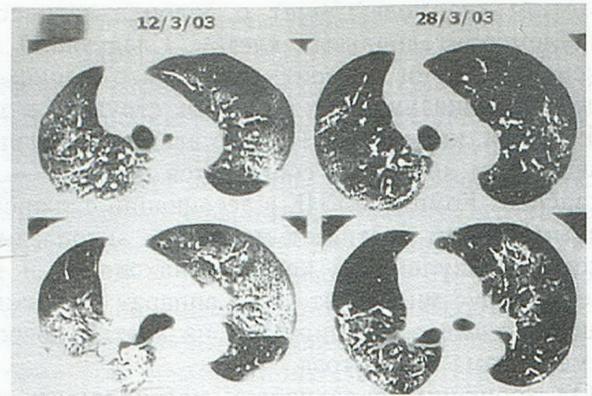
Серия компьютерных томограмм, на которых видны динамические изменения инфильтратов, расположенных в базальных отделах легких.
